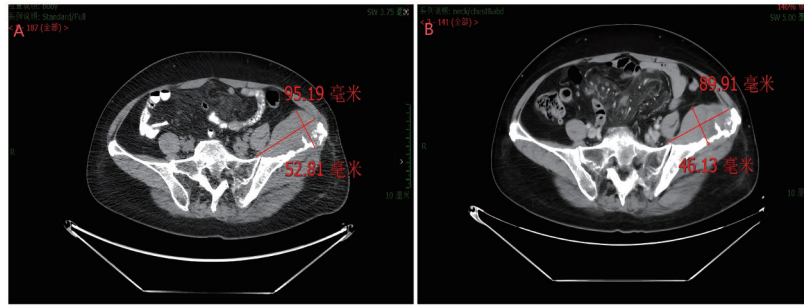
治疗前及Pola-R-CHP方案给药3个周期(一线治疗4个周期)后CT对比(左侧髂骨软组织肿物)
